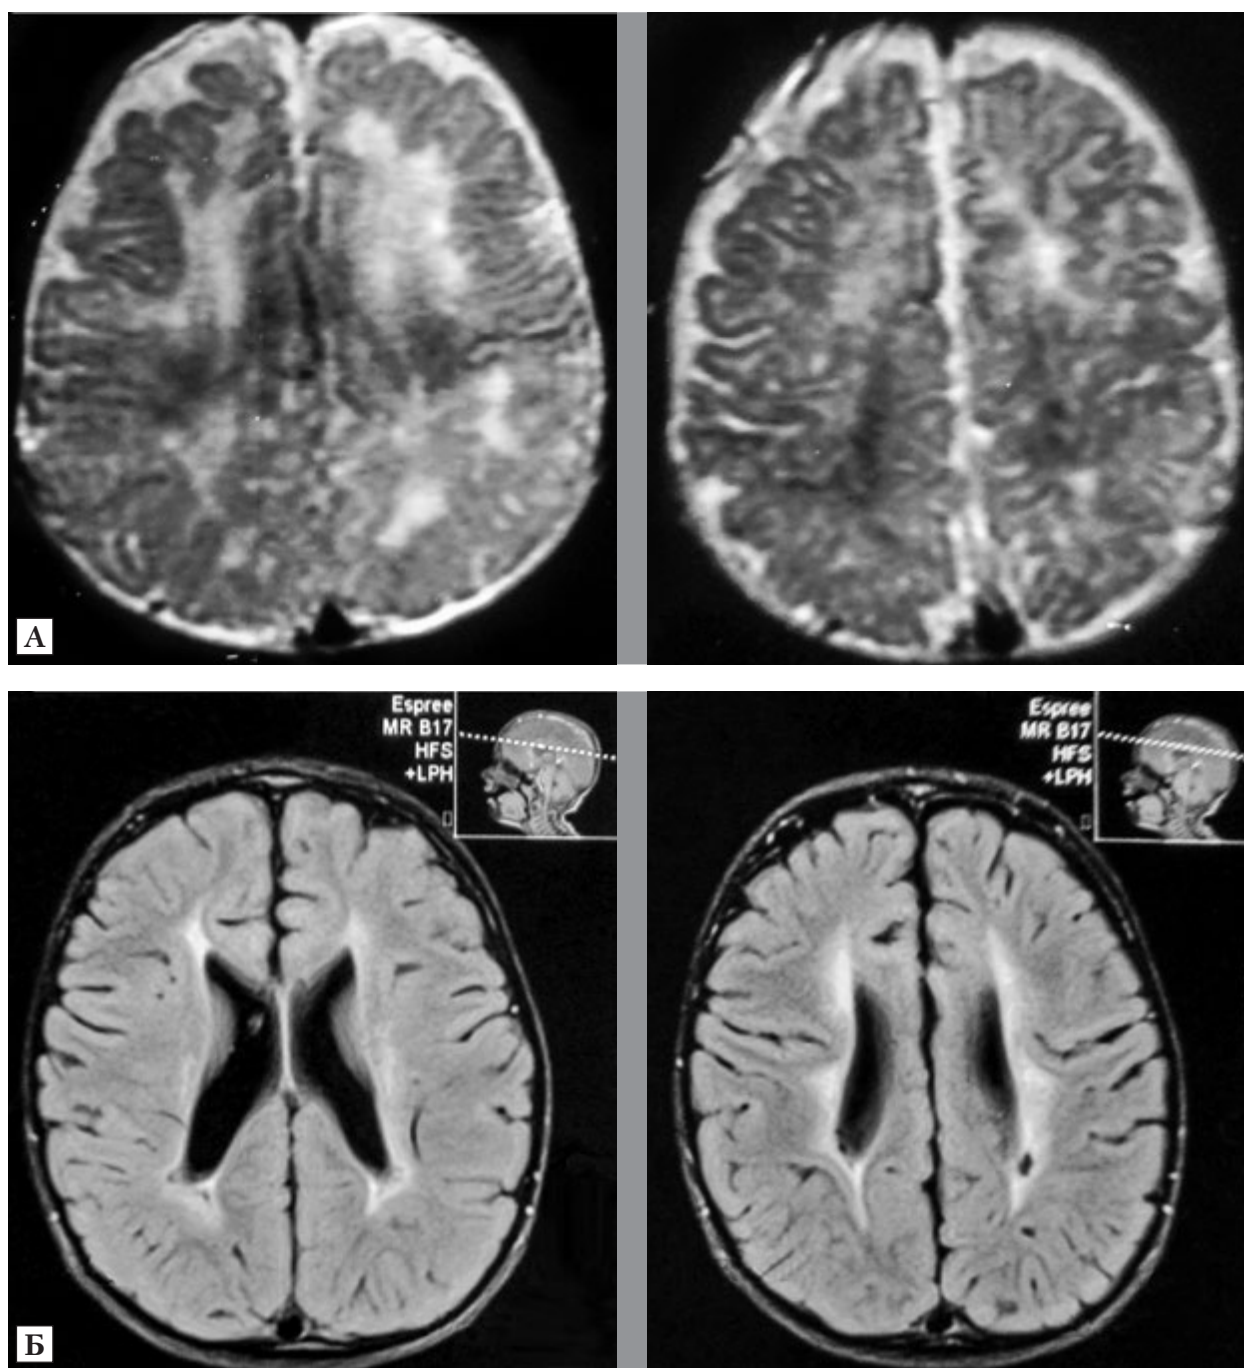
Гетерогенність МР-виявів лейкоенцефалопатії у дітей досліджуваної групи ($n = 225$): А — незрілість головного мозку і дифузне порушення мієлінізації в білій речовині півкуль великого мозку (T2-зважений режим, аксіальна проекція); Б — велика зона перивентрикулярної демієлінізації, яка нагадує ознаки лейкодистрофії (режим FLAIR, аксіальна проекція)
